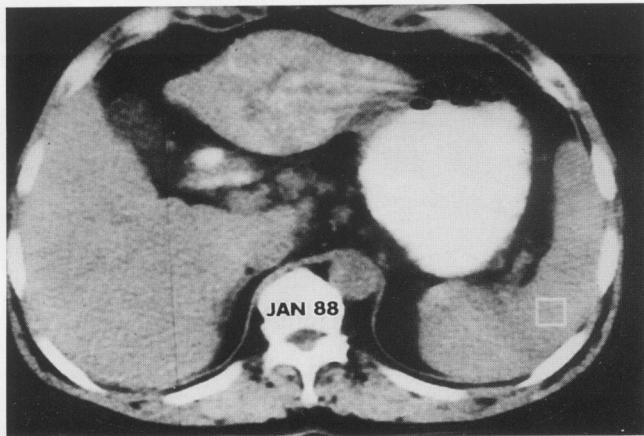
Hepatic CT scan (Jan. 1988) shows nodular mass with lipiodolization in the left hepatic lobe.
